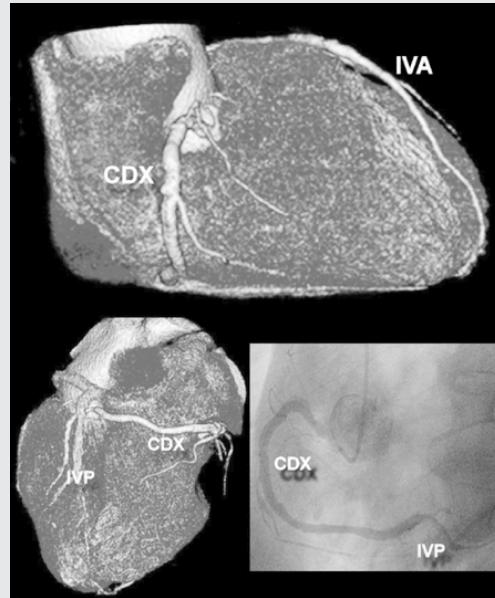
Riformattazioni tridimensionali panoramiche in due differenti piani di visualizzazione per l'albero coronarico destro che dimostrano solo delle irregolarità parietali. In basso a destra viene riportato il corrispettivo angiografico convenzionale che conferma il rilievo dell'angiografia coronarica-tomografia computerizzata multidetettore. CDX = arteria coronaria destra; IVA = arteria interventricolare anteriore; IVP = arteria interventricolare posteriore.
